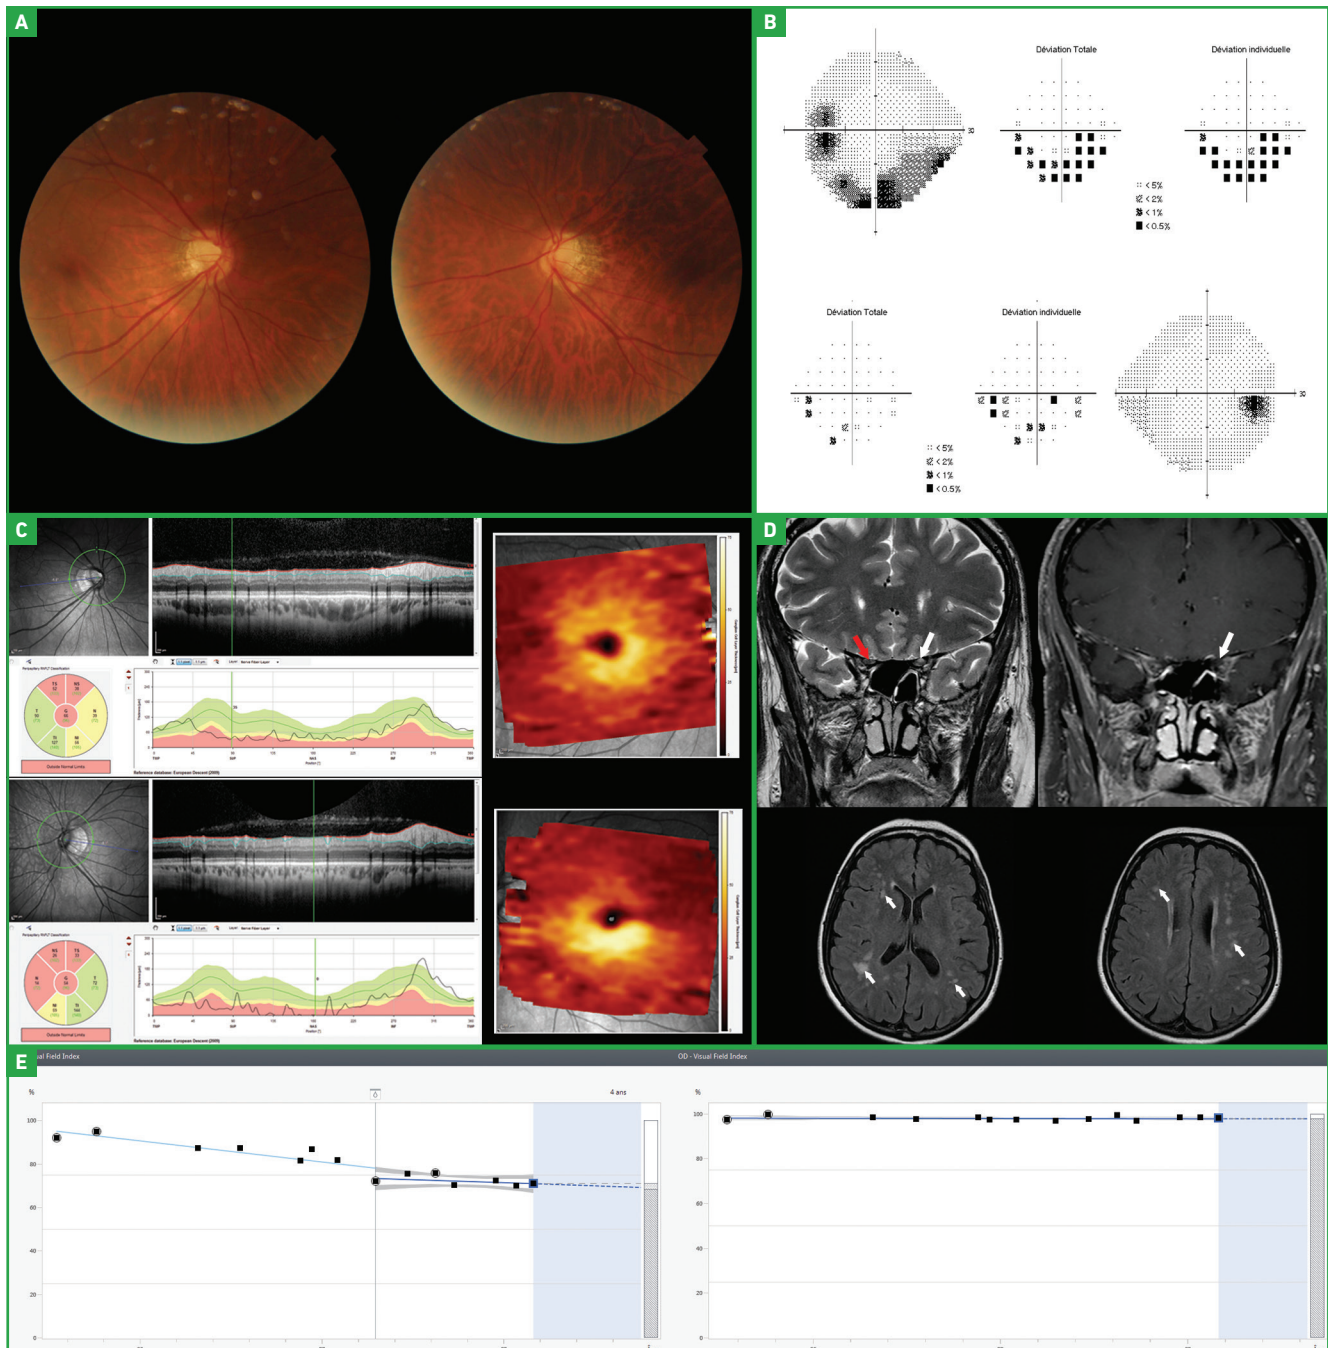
Un patient de 56 ans est adressé pour une suspicion de neuropathie optique unilatérale gauche. Il est myope de -6 dioptries OD et -9 dioptries OG avec une acuité visuelle à 10/10 P2 aux 2 yeux. Il n'a jamais d'événement neurologique, de baisse visuelle ou de douleurs rétrobulbaires augmentées aux mouvements oculaires. La PIO est mesurée à 17 mmHg pour une pachymétrie cornéenne centrale à 650 μ m aux 2 yeux. L'angle iridocornéen est ouvert à 4 aux 2 yeux sur 360°. L'examen en lampe à fente est normal. Le fond d'œil (A) montre une dysversion papillaire avec une excavation verticale de la papille aux 2 yeux. Les maculas et les rétines périphériques sont normales. Le CVA des 24° centraux (B) montre un déficit arciforme supérieur OG et un ressaut nasal inférieur OD. L'OCT (C) montre un amincissement de la RNFL en supérieur de la papille et du GCC en supérieur de la macula aux 2 yeux, mais prédominant à gauche et concordant avec le champ visuel. L'IRM orbitaire (D) retrouve un hypersignal T2 (flèche blanche en haut à gauche) du nerf optique gauche par rapport au nerf optique droit (flèche rouge). La séquence en T1 gadolinium (en haut à droite) ne retrouve pas de prise de contraste (flèche blanche). Les séquences cérébrales en Flair retrouvent des hypersignaux T2 (flèches blanches en bas) de la substance blanche d'allure vasculaire et témoins d'une maladie des petites artères cérébrales. Le patient présente donc un glaucome à pression normale bilatéral mais prédominant à gauche. La progression du CV visible seulement à gauche (E) a été ralentie par la mise sous bithérapie hypotonisante (ligne verticale) ; l'œil droit a été aussi traité mais n'a jamais montré de progression.
